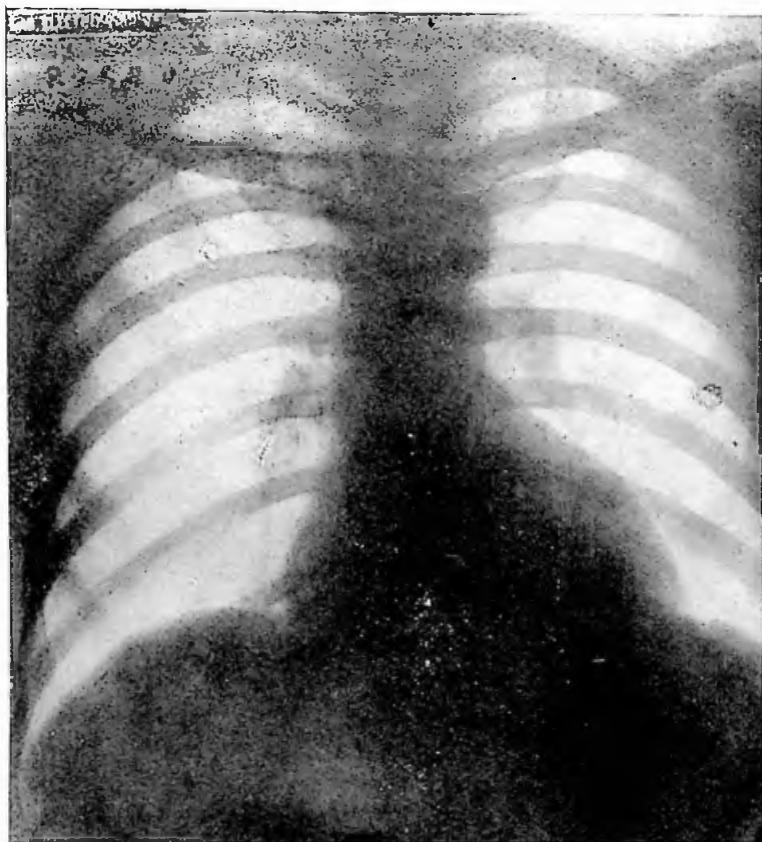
Obs. XXXVI: Tele-radiografia do tórax em 14-4-46.
